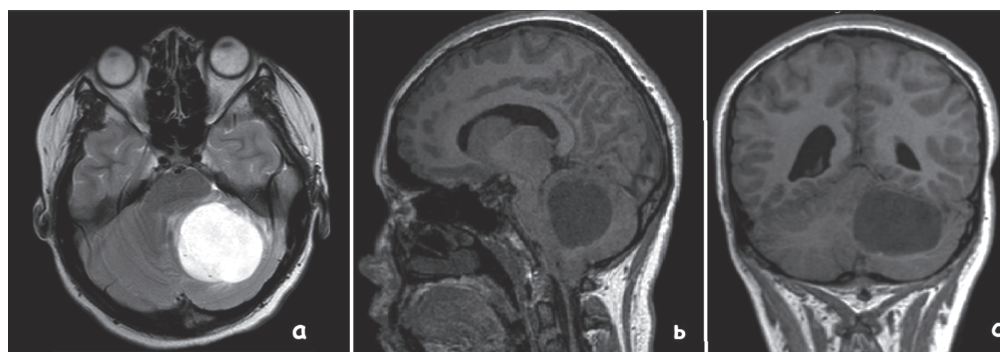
МРТ головного мозга. Пилоцитарная астроцитома
